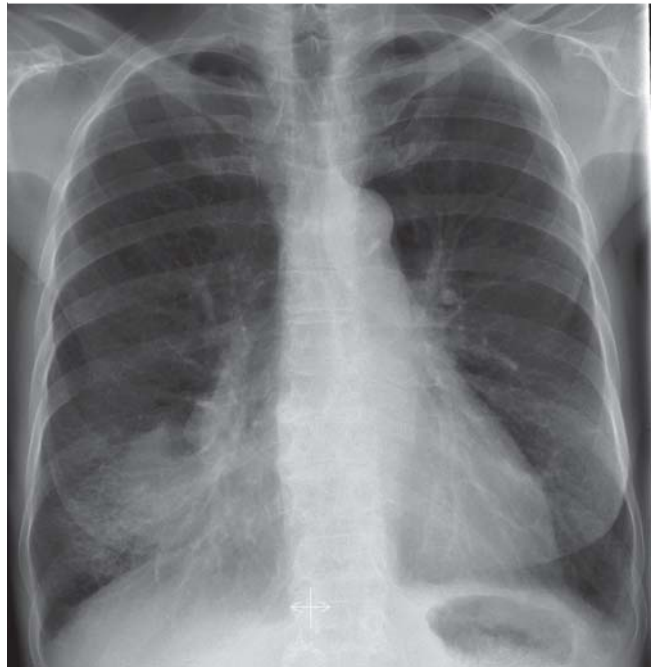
Röntgenbild mit Silhouettenzeichen: fehlende Abgrenzbarkeit des rechten Herzrandes bei einer Raumforderung im Mittellappen.
